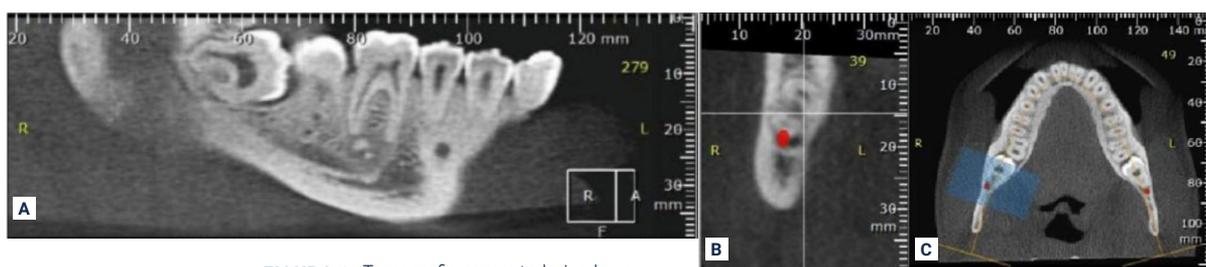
· Tomografia computadorizada por feixe cônico para avaliação do dente 48. Cortes Sagital (A), Coronal (B), Axial (C). No corte coronal nota-se a íntima relação do terço apical do dente 48 com o canal mandibular (B).
